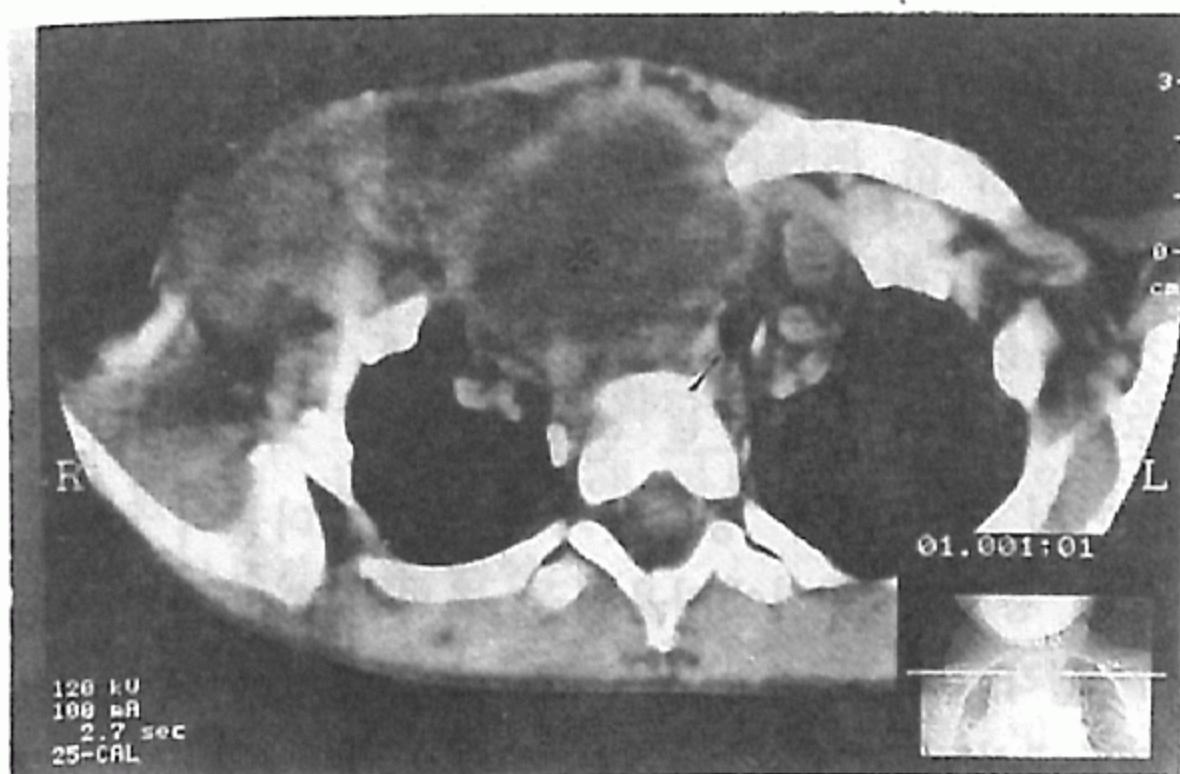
The postcontrast CT scan of neck and chest reveals multiloculated cystic mass in right side of neck & anterior mediastinum(asterix) with left side displacement of trachea(arrow).
